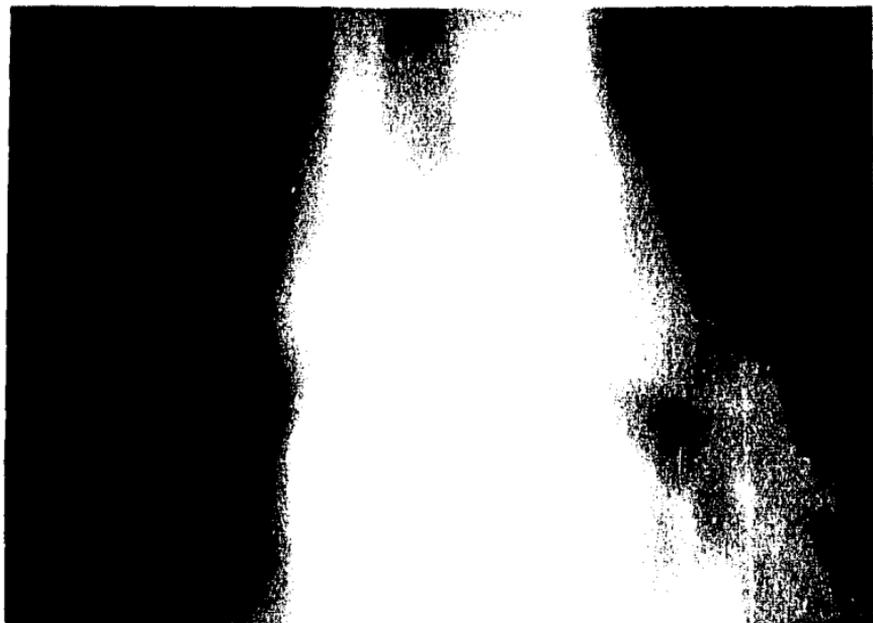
Tomografía bronquial mostrando
